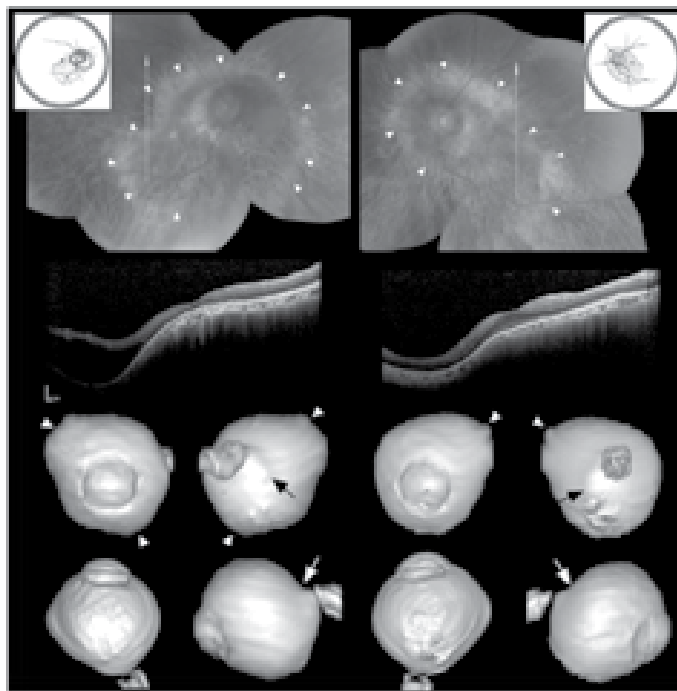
Фотография глазного дна, SD ОКТ и 3D МРТ пациента с двухсторонней задней стафиломой [46]
